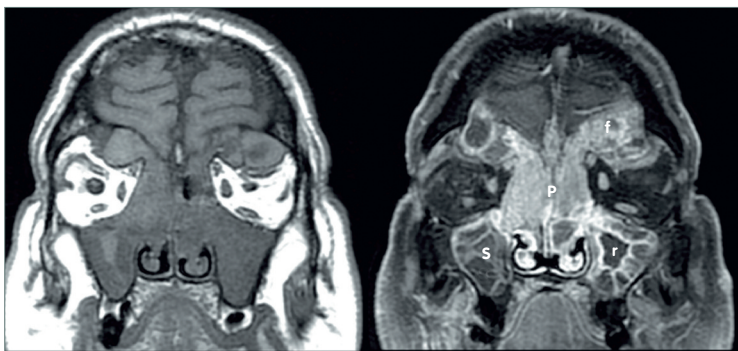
Polipose invasiva/papiloma invertido; imagens RM, ponderação T1.
